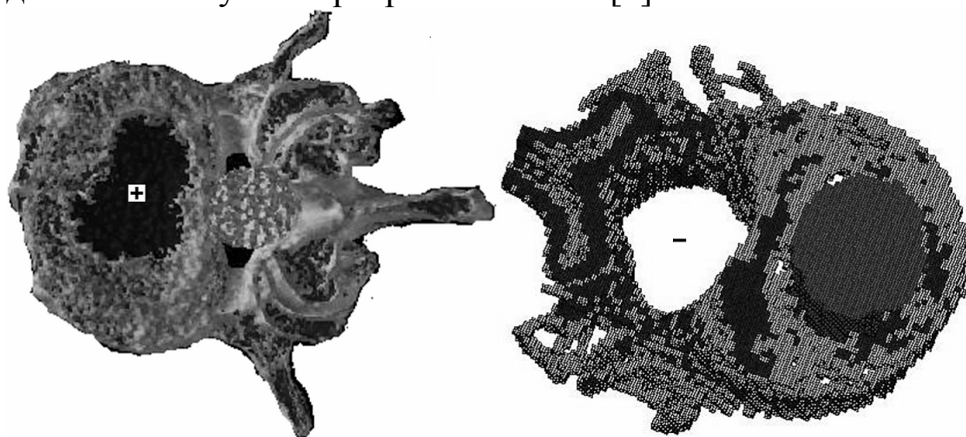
3D-реконструкция воксельных моделей позвонков, полученных с помощью КТ-файлов (слева – для расчета дозных полей, справа – для расчета температурных полей)
